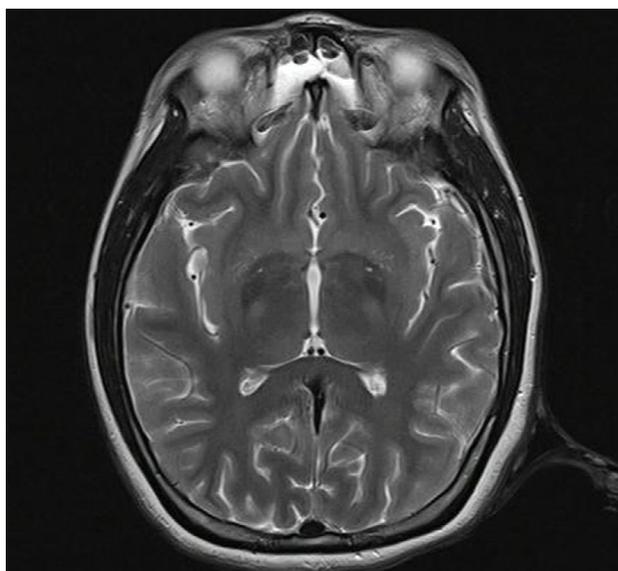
Imagen de Resonancia Magnética en donde se evidencia hiperdensidad punteada a nivel de los núcleos de la base de predominio Putaminal.
